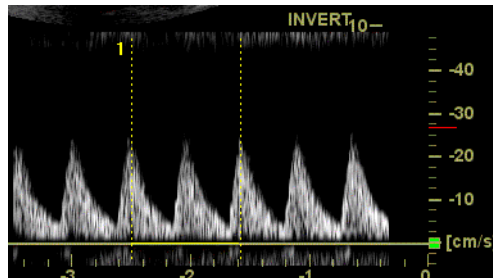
Referință cu două bătăi ale inimii (exemplu în modul Doppler)
